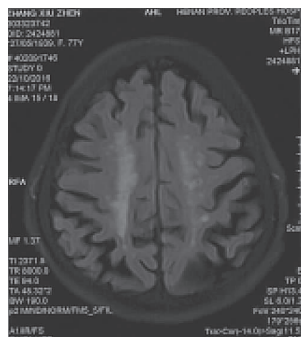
头部 MRI 的 FLAIR 序列显示双侧半卵圆中心脑白质脱髓鞘
